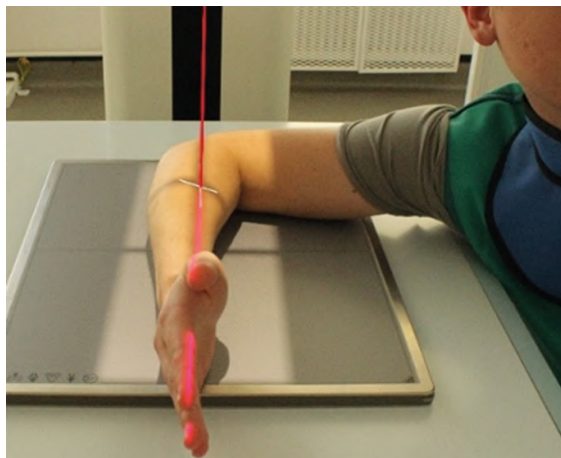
Рентгенография костей предплечья. Боковая проекция
